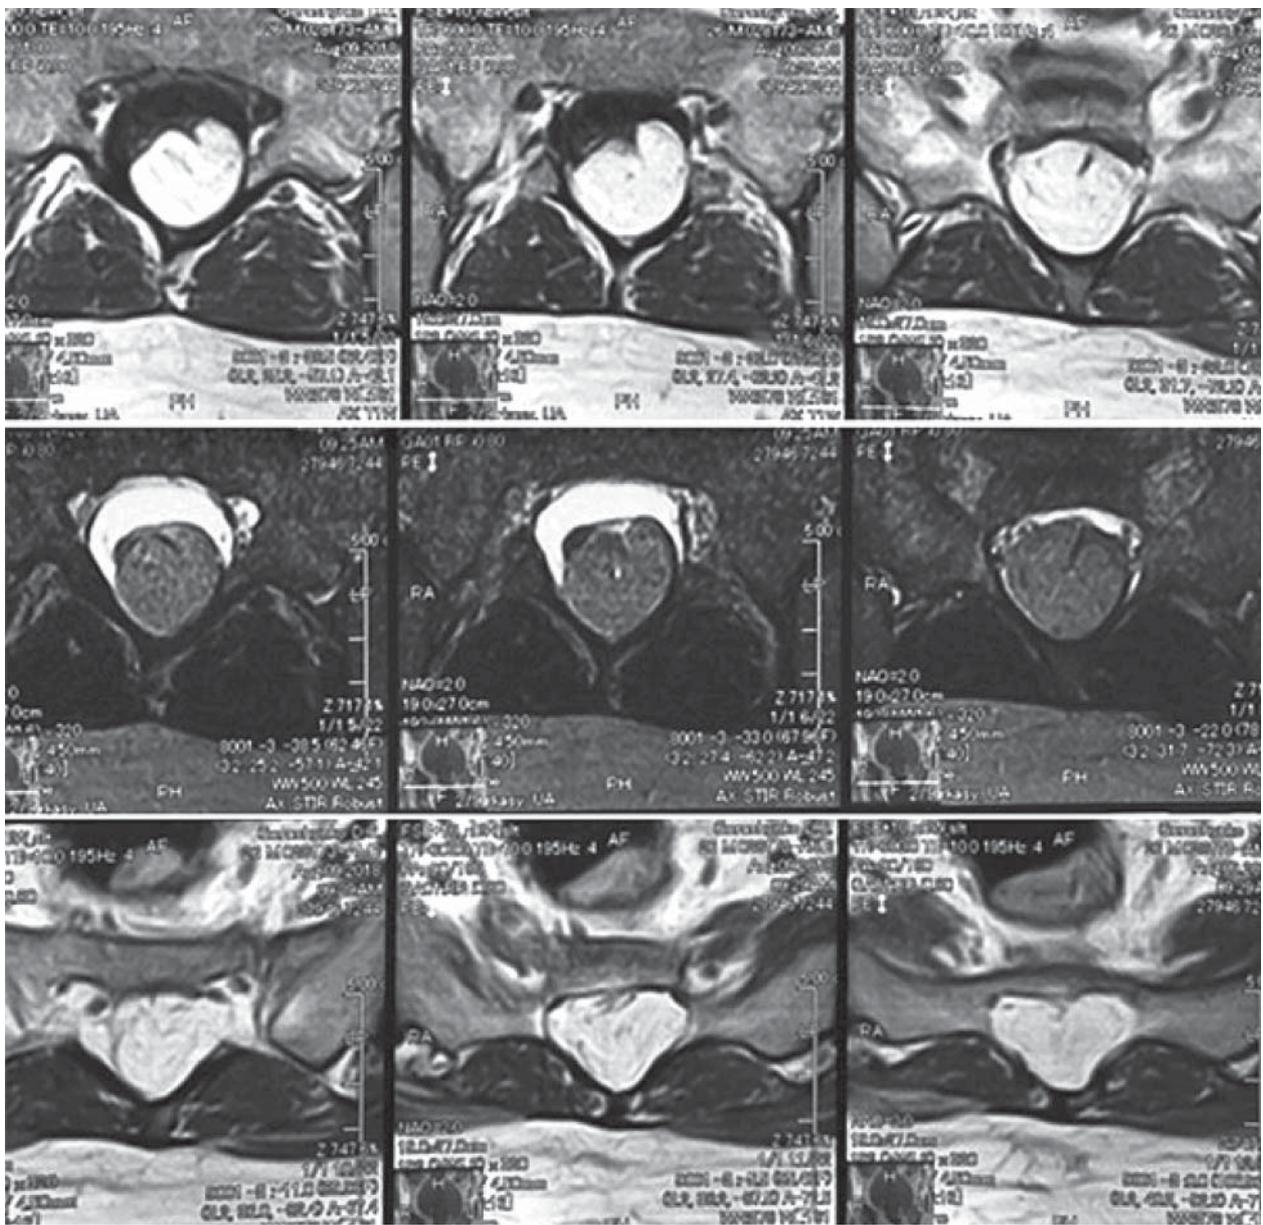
МРТ, аксіальні зрізи. Натягнутий та фіксований на ліпомі спинний мозок на рівні S1. Спинний мозок простежується на рівні S1
